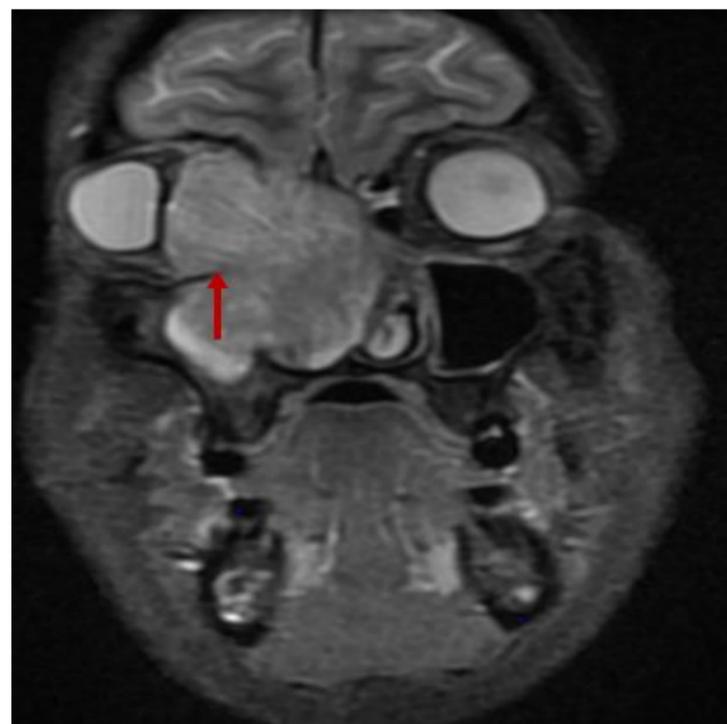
RM coronal STIR. Invasión del suelo de la órbita, lateralización del globo ocular. Leiomiosarcoma Grado 2
